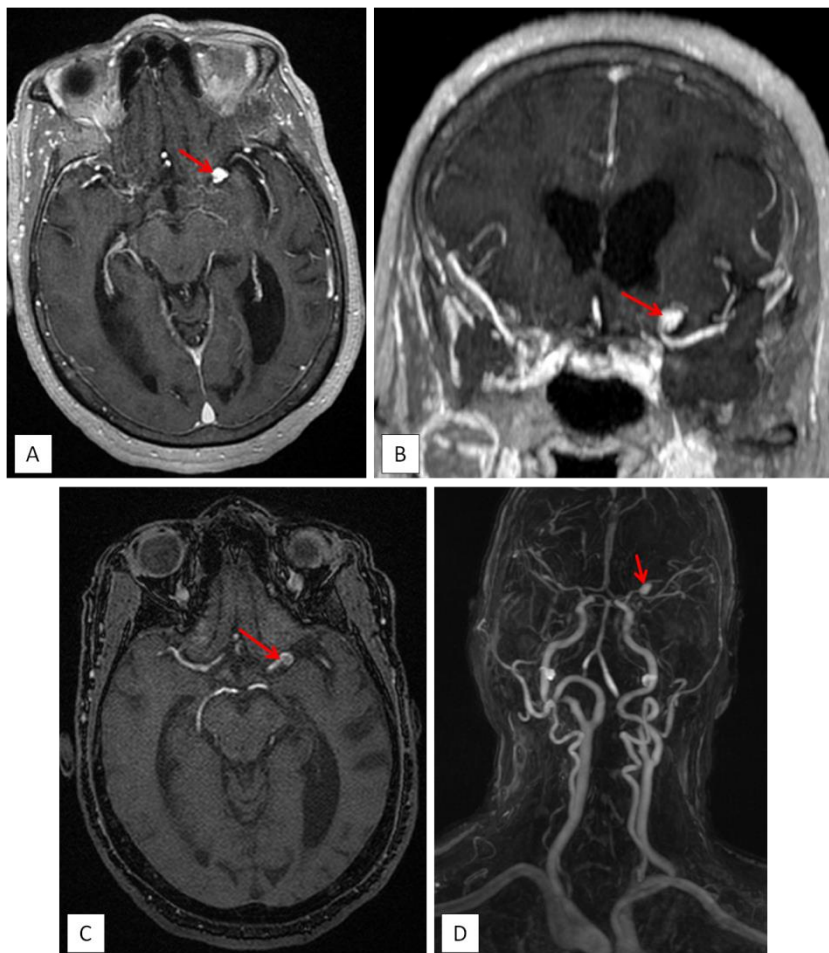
L'IRM cérébrale en T1 GADO (A, B), en 3D TOF (C) et en 4D (D) montre la présence d'une image d'addition sacciforme au niveau du segment M1-M2 de L'ACM (flèches rouges) : anévrysme de l'ACM.
